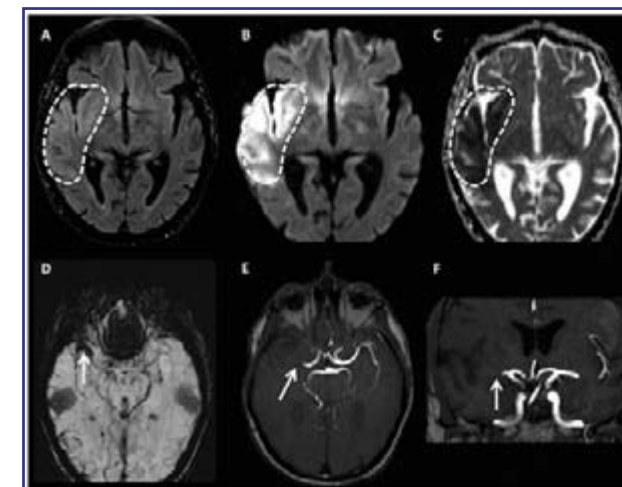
RM y Angio-RM en ACVi hiperagudo. Paciente de 45 años con pérdida de fuerzas de hemisferio izquierdo de instalación brusca y 35 minutos de evolución. En secuencia FLAIR (A) de RM se identifica el área patológica en territorio silviano del lado derecho (área punteada) y se corrobora que corresponde a una zona de isquemia conúrgada reciente en secuencia de difusión (B) y mapa de ADC (B). En imagen de susceptibilidad (D) se descarta presencia de hemorragia y se identifica el trombo en el segmento proximal de la silviana (→). Esto se corrobora en angio-RM en el plano axial (E) y coronal (F).
